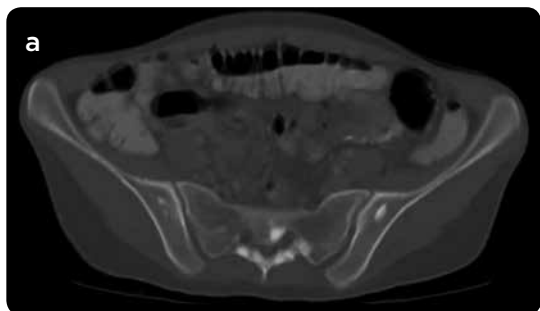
a y b) TC, cortes axiales en ventana ósea. Múltiples lesiones osteoblásticas que comprometen (a) el sacro y ambos huesos ilíacos y (b) una vértebra torácica.
